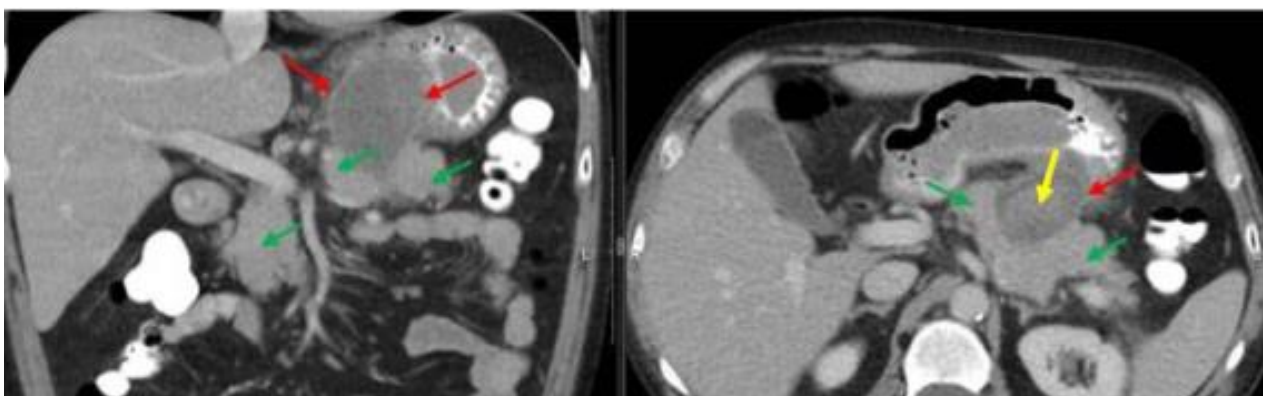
Компьютерная томограмма. Венозная фаза. 12 мес. от начала ОП. Глубокий дефект паренхимы области тела ПЖ, к которому прилежит ПК (красные стрелки), жизнеспособная паренхима (зеленые стрелки). Экстравазация контрастного препарата в полость кисты указана желтой стрелкой.
